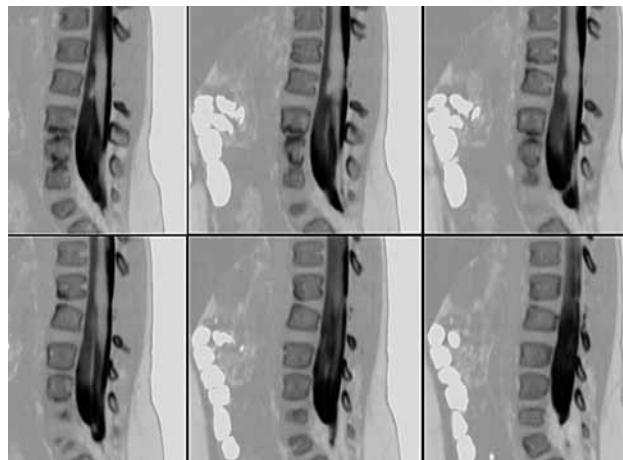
МСКТ в сагиттальной реконструкции. Сохраняется частичный блок спинального субарахноидального пространства, несмотря на то что «раздущность» конуса спинного мозга значительно регрессировала
